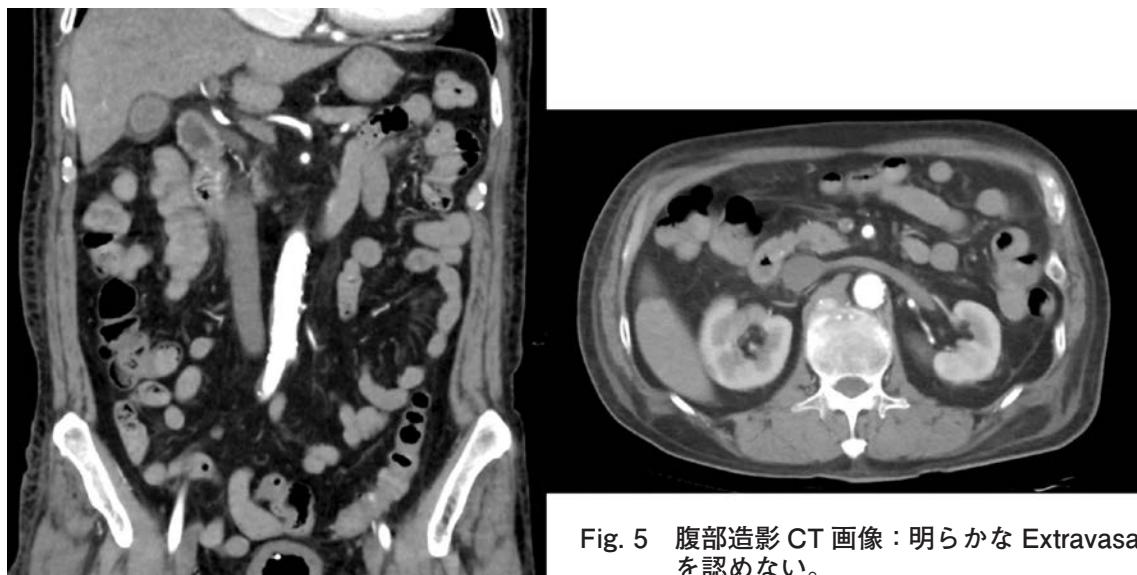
腹部造影 CT 画像：明らかな Extravasation を認めない。
